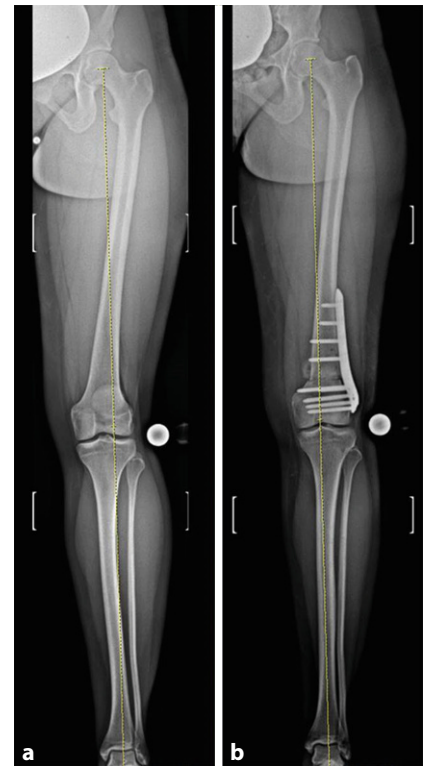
▲ Die postoperative Röntgenbildgebung der Ganzbeinachse wird standardmäßig nach 3 Monaten gemacht. Ganzbeinröntgenbild präoperativ (a) und 3 Monate postoperativ (b) nach Derotationsosteotomie um 15° und gleichzeitige Varisierung um 3°
